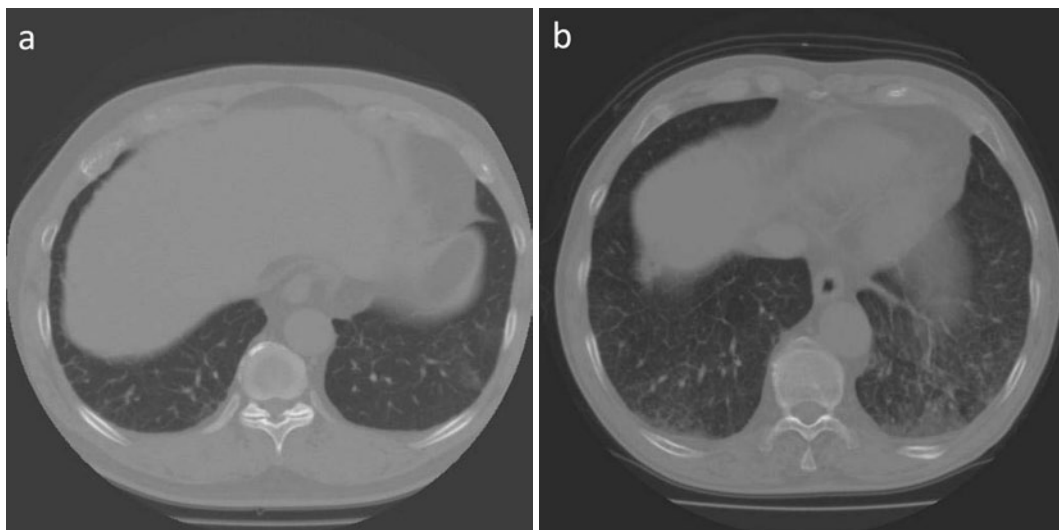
Chest CT scans viewed with lung window setting. (a) Ground-glass opacity mainly in the left basal lobe in case No. 3. (b) Ground-glass opacity and reticulation with thickening the bronchovascular bundles in the bilateral basal lobes in case No. 4.
